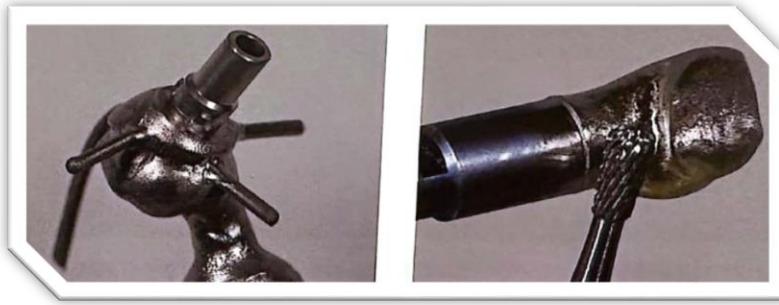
Pour éviter d'endommager l'élément prothétique et de compromettre la précision de la fabrication industrielle, les résidus du revêtement sont éliminés dans un bain d'ultrasons.
